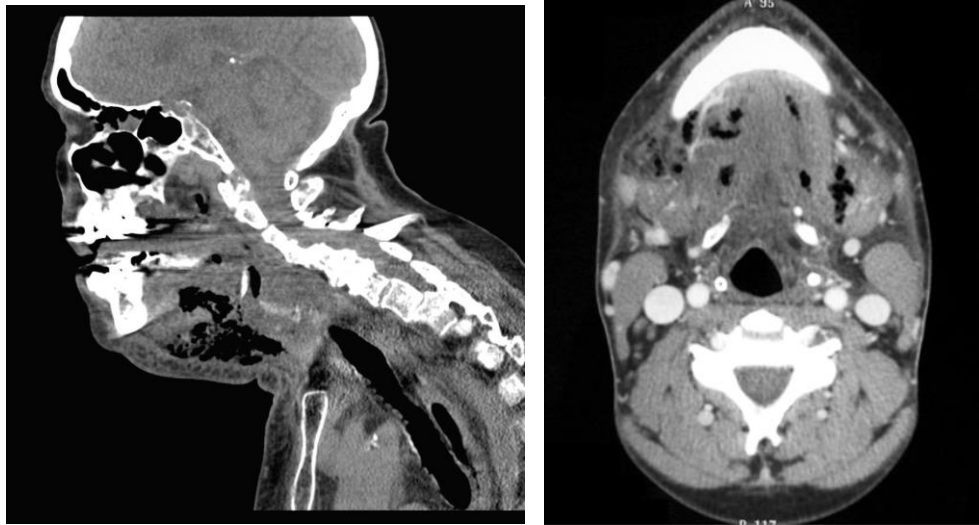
Tomografía computarizada.^{16, 17}
